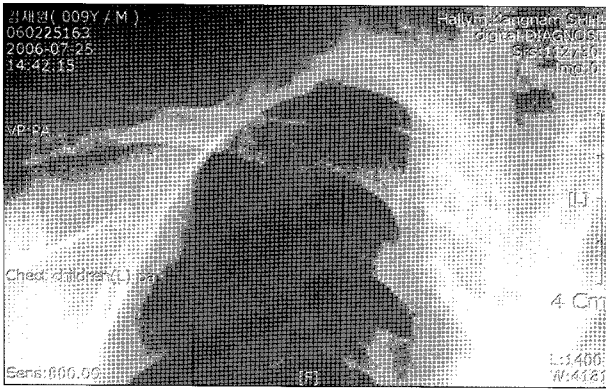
Chest X-ray: Bifid rib.
